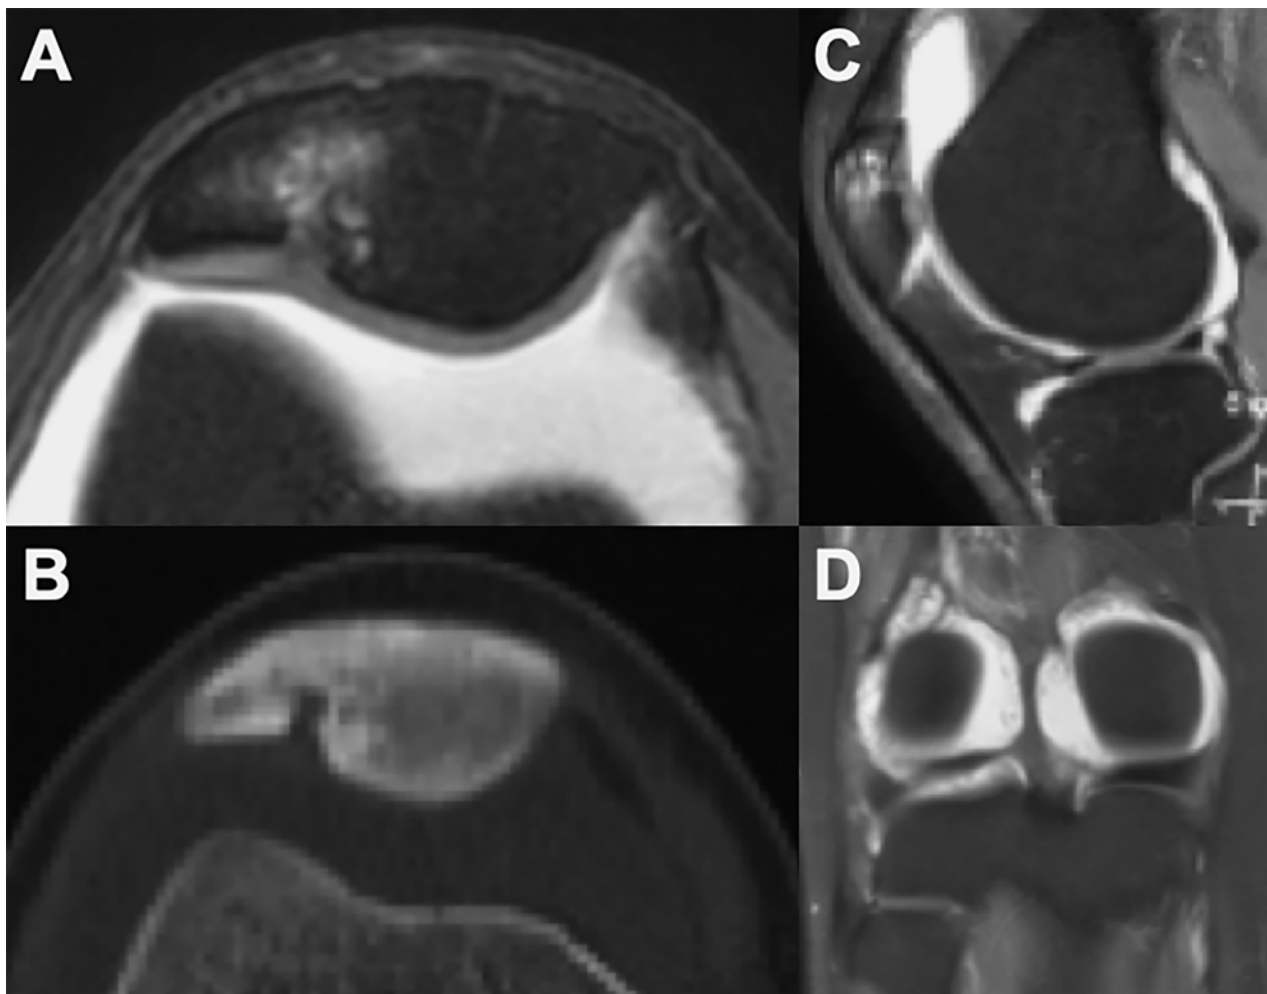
A, C y D) RM de rodilla sin contraste, donde se observa en la rótula una imagen heterogénea con edema óseo asociado y sin solución de continuidad aparente en el cartilago adyacente, además, imágenes características de sinovitis. B) Corte axial de TC donde se evidencia una imagen lítica bien definida con borde escleroso (RM: resonancia magnética; TC: tomografía computada).
